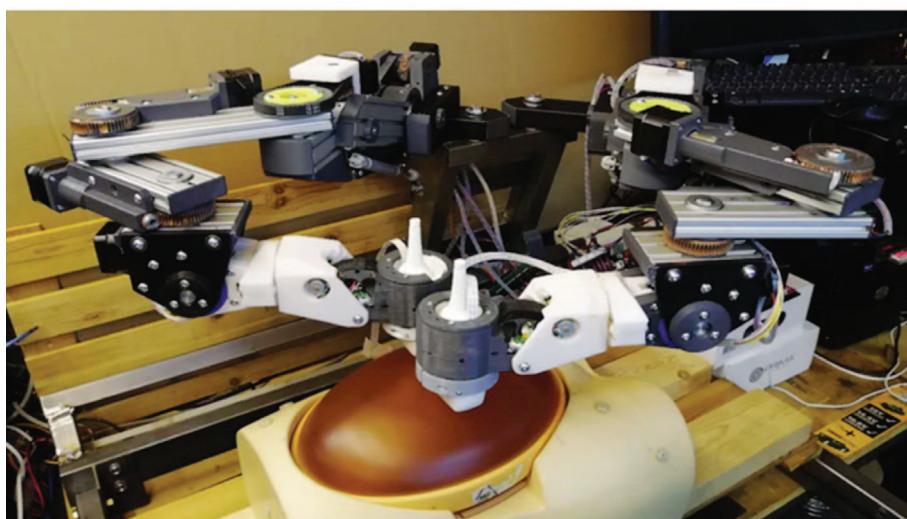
iFIND-v3 робот: а. УЗИ фантома плода; б. система передвижения роботических рук [12, 13]
